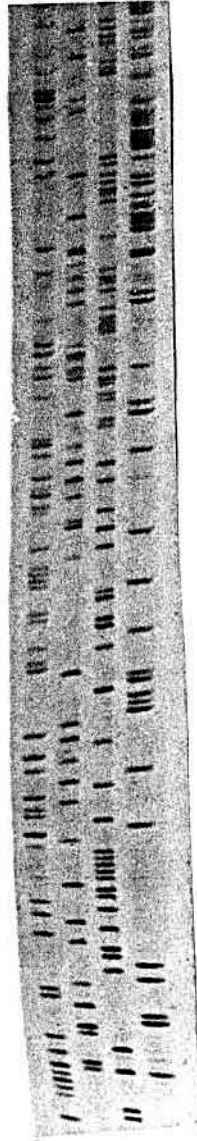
Autoradiografia do gel de sequência de um dos clones do exon 16 (APP₆₉₅), obtido do DNA isolado do paciente BRI (família FAD3). Parte da sequência destacada representa a região -terminal do domínio intracelular do precursor da β -amilóide.
